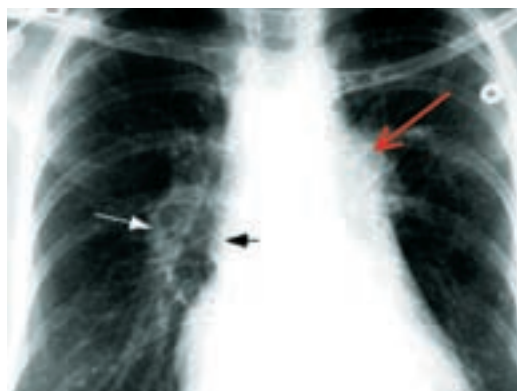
A: proiezione postero-anteriore di una normale radiografia del torace; B: radiografia del torace di un paziente con ipertensione arteriosa polmonare; è presente una marcata accentuazione del II arco a sinistra (freccia rossa), una rarefazione della trama broncovascolare, specie sui lobi superiori con slargamento dei ventricoli e dell'atrio destro (freccia nera), ingrandimento del calibro del ramo discendente inferiore destro dell'arteria polmonare (freccia bianca) che si attenua bruscamente in periferia; tutti aspetti radiologici caratteristici dell'ipertensione arteriosa polmonare.
